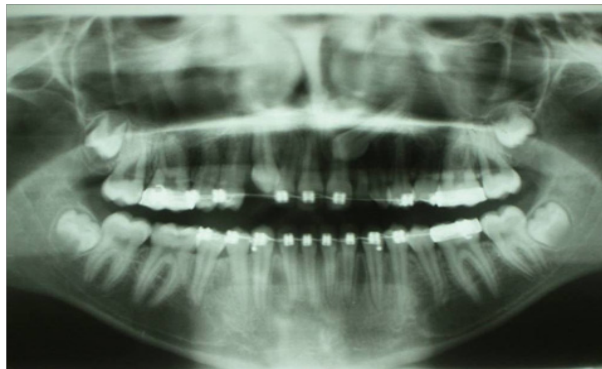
Radiographie panoramique chez le même patient montrant la descente spontanée de la 13 après extraction de la canine de lait.
